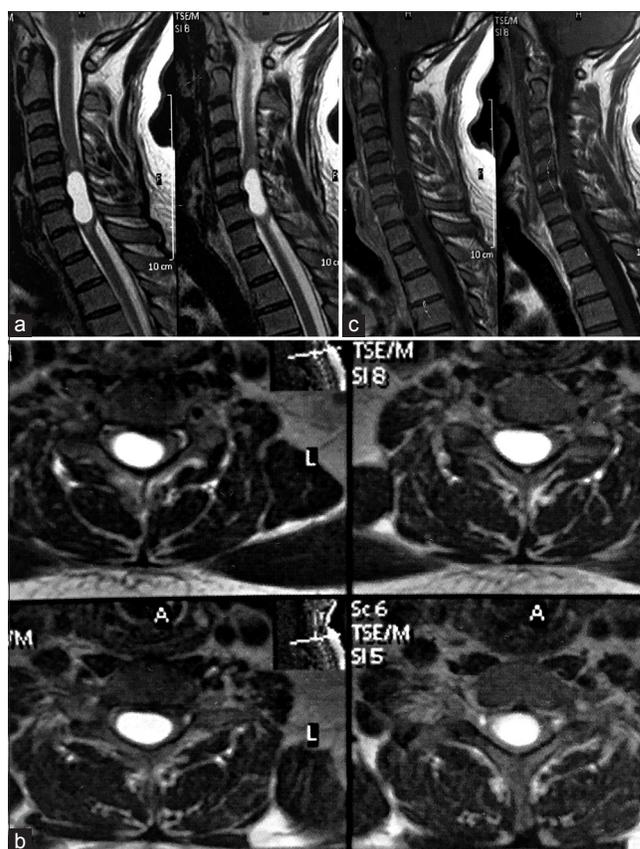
RM preoperatorias. Se observa QNE intramedular a nivel de C5-C7 (Izquierda). La médula se encuentra expandida focalmente en dicho nivel por el crecimiento excéntrico del quiste lleno con un fluido homogéneo que exhibe una alta señal en las imágenes ponderadas en T2 (Centro). Luego de la administración de contraste en imagen ponderada en T1 puede observarse el contenido quístico con señal baja y mínimo realce de la pared. No se evidencia hemorragia, gliosis, nódulo mural o infiltración tumoral. El canal óseo es normal (Derecha). RMN: Resonancia Magnética. QNE: Quiste neuroentérico
